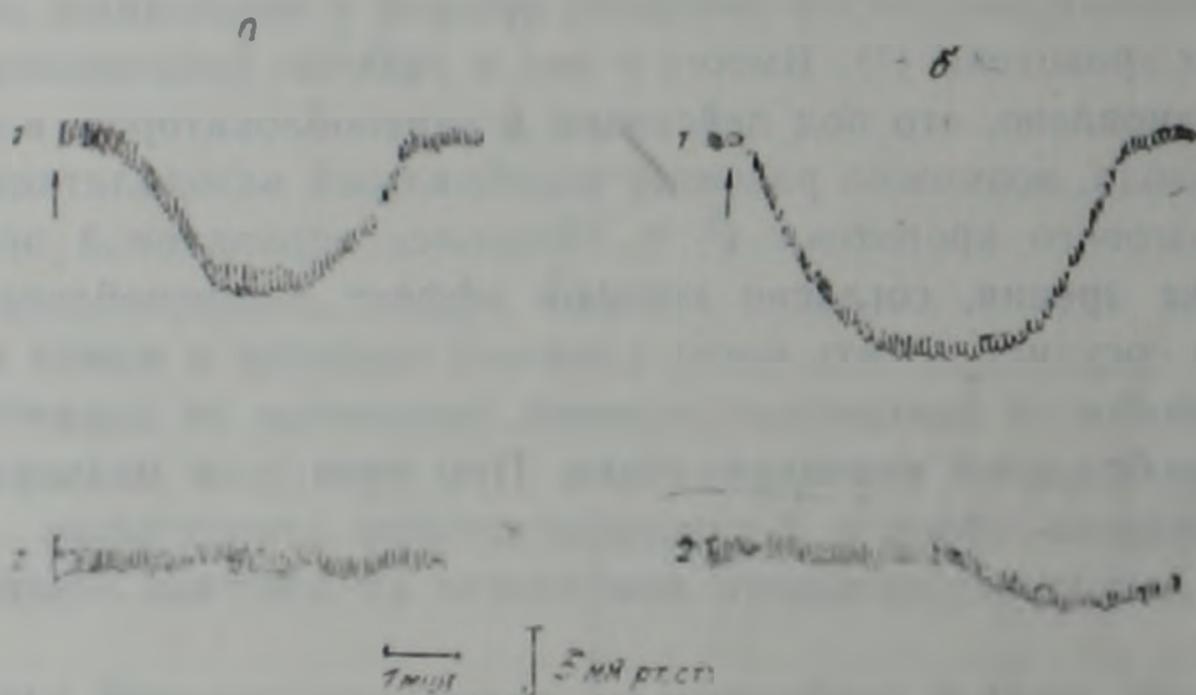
Влияние пропранолола (а) и изадрина (б) на перфузионное (1) и артериальное (2) давление у наркотизированных кошек.
